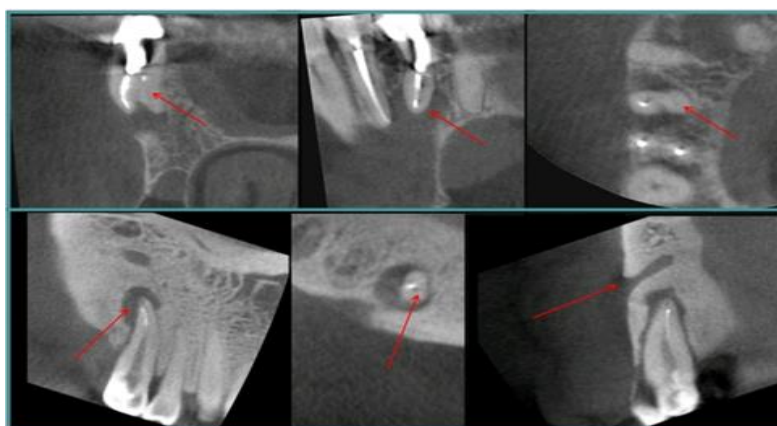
Observation au CBCT d'une résorption apical externe selon les différentes coupes axiale, sagittale et frontale. (58)
